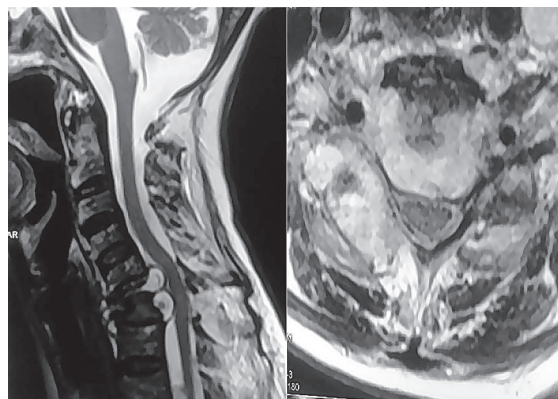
RMN corte sagital y axial. Compresión medular
